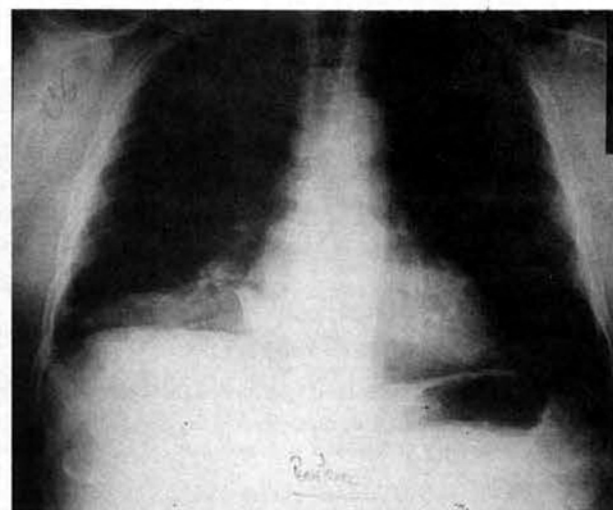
Radiografia simples do tórax de doente com metástase intra-brônquica (BLID) de adenocarcinoma do colon. Atelectasia do LID.
